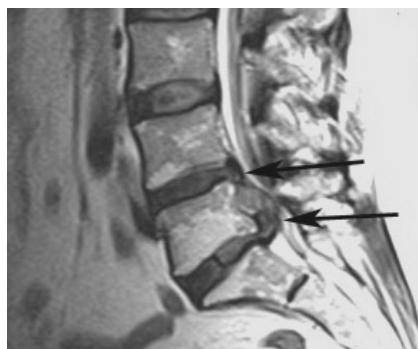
МРТ-скан поясничного отдела позвоночника, демонстрирующий грыжи МПД на уровне L<sub>IV</sub>-V с секвестрацией каудальной L<sub>V</sub>-S<sub>I</sub> с секвестрацией краниально (указаны стрелками)
